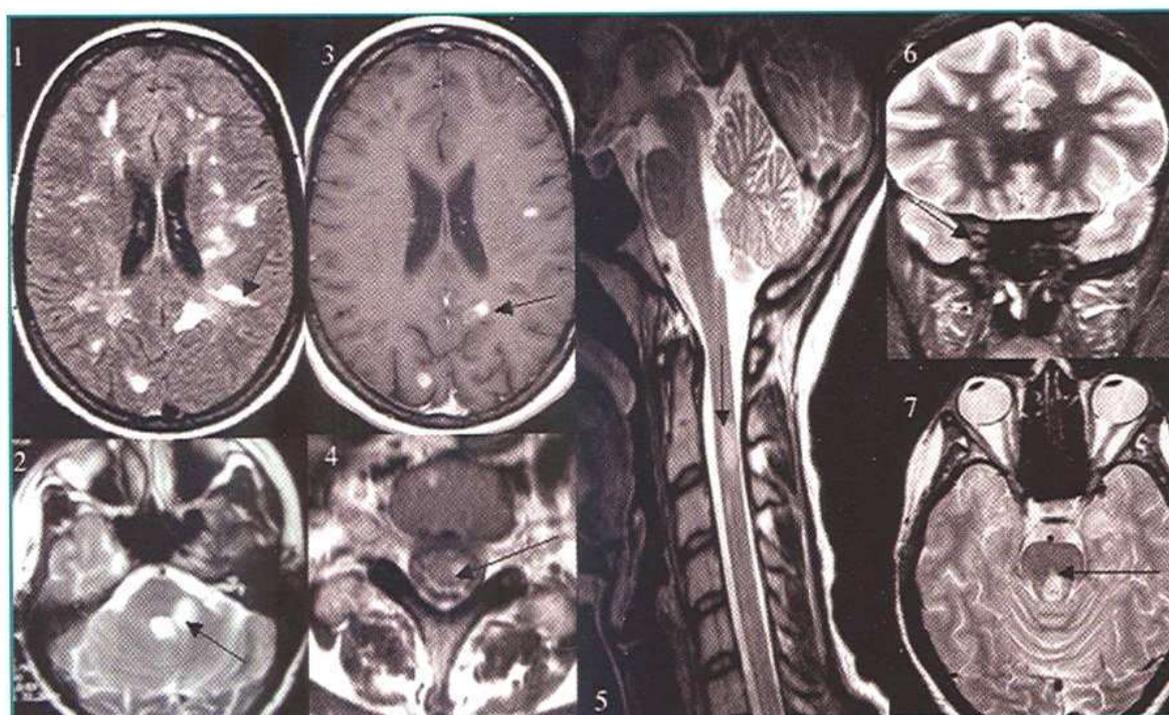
IRM dissémination spatiale [63]
